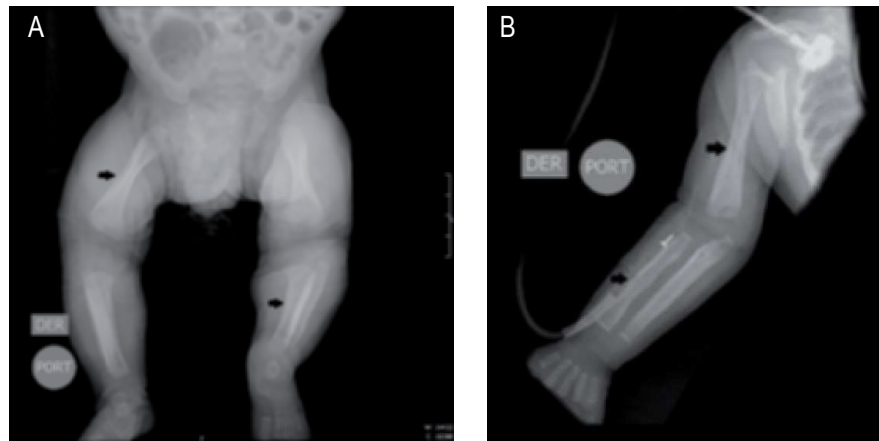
Paciente de dos meses con radiografías de miembros inferiores (A) y de miembro superior izquierdo (B) en las que se observa hiperostosis difusa en huesos largos de las extremidades (flechas negras).
